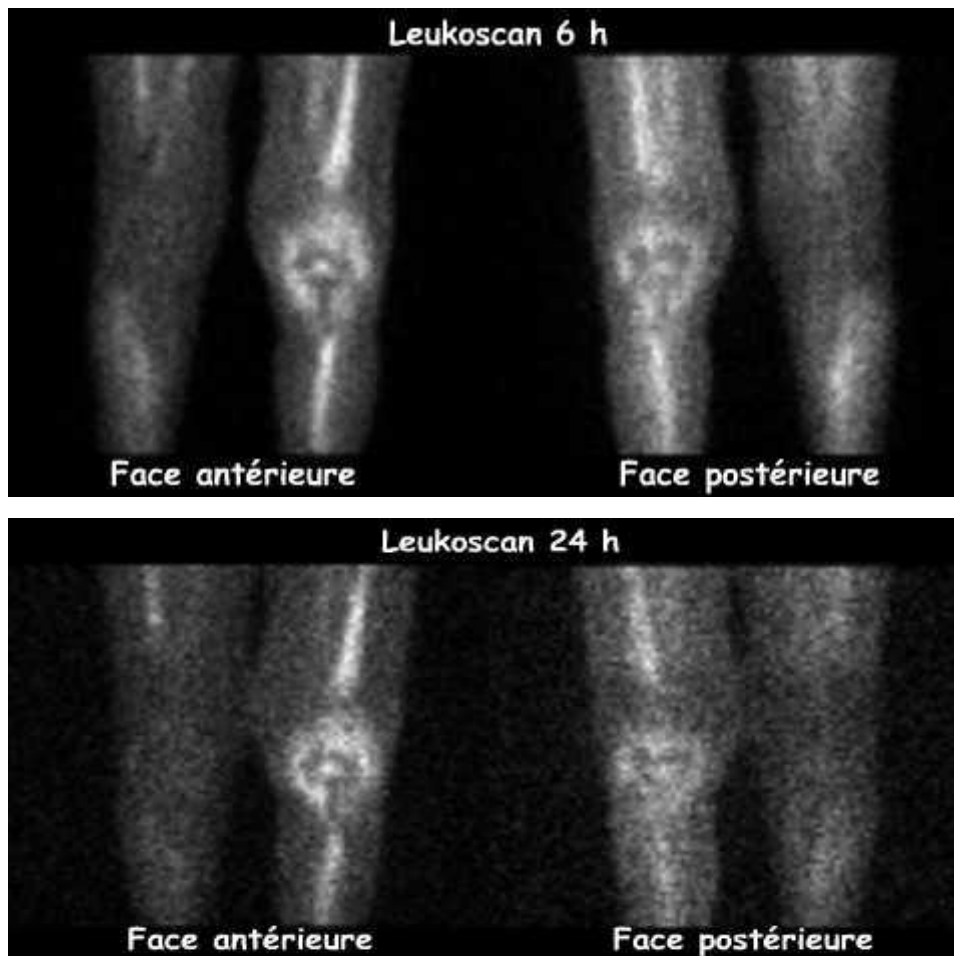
Prothèse totale du genou gauche infectée, La scintigraphie aux anticorps antigranulocytes marqués au ^{99m}Tc (Leukoscan®) montre : - A la 6ème heure, une hyperfixation franche au contact de l'ensemble des composantes de la PTG gauche; - A la 24ème heure, une hyperfixation marquée au contact de l'ensemble des composantes de la PTG gauche, au moins aussi marquée que sur les images précoces. L'aspect est en faveur d'une infection sur prothèse.
